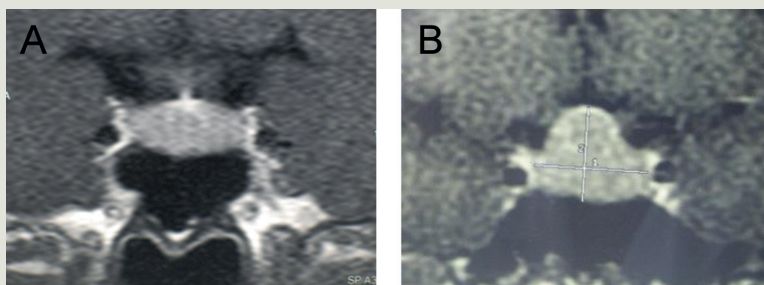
Imagerie hypophysaire en coupes coronales d'IRM montrant une hyperplasie avec un aspect d'élargissement diffus (A) ou pseudo-adénomateux (B) [d'après L. Garby et al.] (4).
